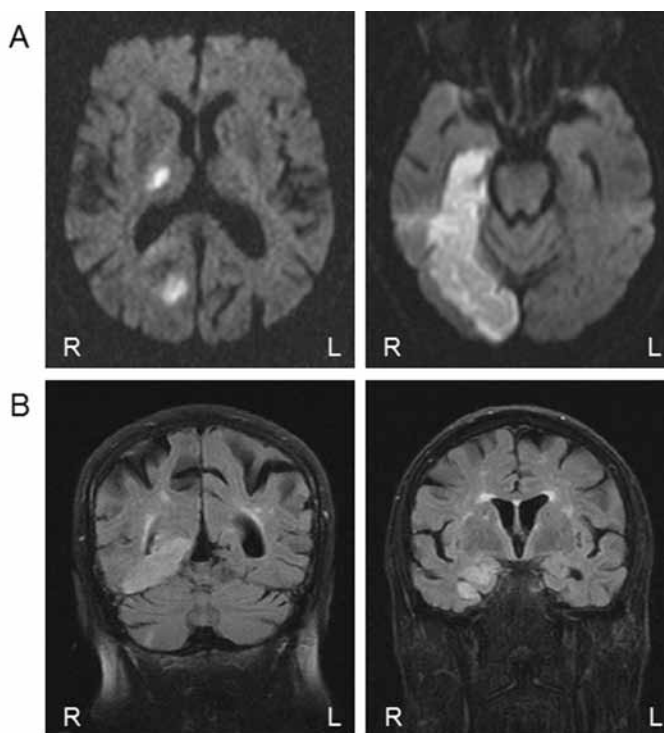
A: Diffusionsgewichtete MRT (Horizontalschnitte) des rechtsseitigen Posteriorinfarktes (rechtes und linkes Bild) und des rechtsseitigen Thalamusinfarktes (linkes Bild). B: Flair-gewichtetes MRT (Frontalschnitte) des Posteriorinfarktes (linkes und rechtes Bild) sowie des linksseitigen Medialinfarktes auf Ebene der Cella media (linkes Bild). L/R: linke/rechte Gehirnhälfte
